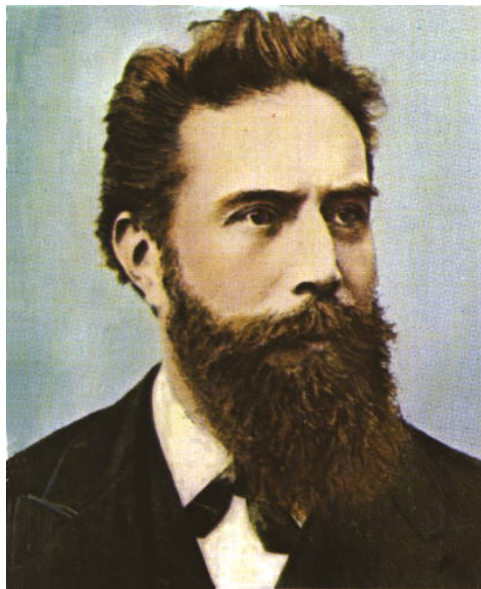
Wilhelm Conrad Roentgen. Físico alemán descubridor de los Rayos X.
